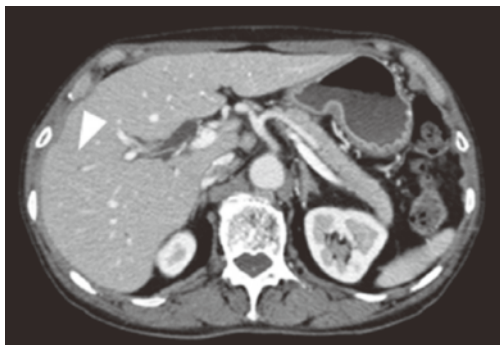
EOB-MRIで肝転移の可能性ありと診断された病変(PL)
